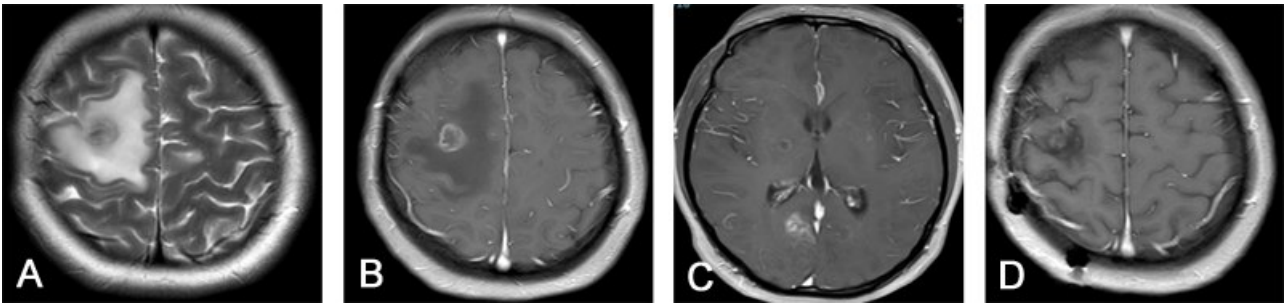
右侧额叶、枕叶多发瘤样原发性中枢神经系统血管炎手术前后 MRI 表现
